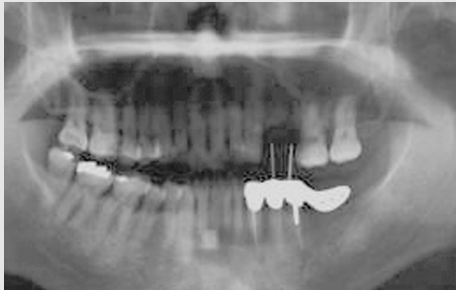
초진시 방사선 사진으로 #25 부위의 상악동까지의 잔존골이 약 7mm 정도이며, #25부위의 Piezosurgery를 이용한 상악동 거상술 및 implant 식립을 계획하였다.
